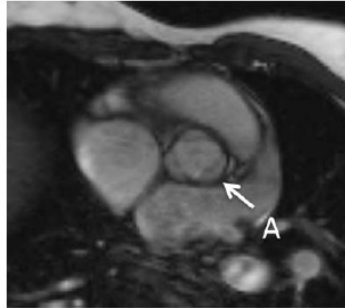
MRI of the aortic valve showing normal tricuspid aortic valve.
